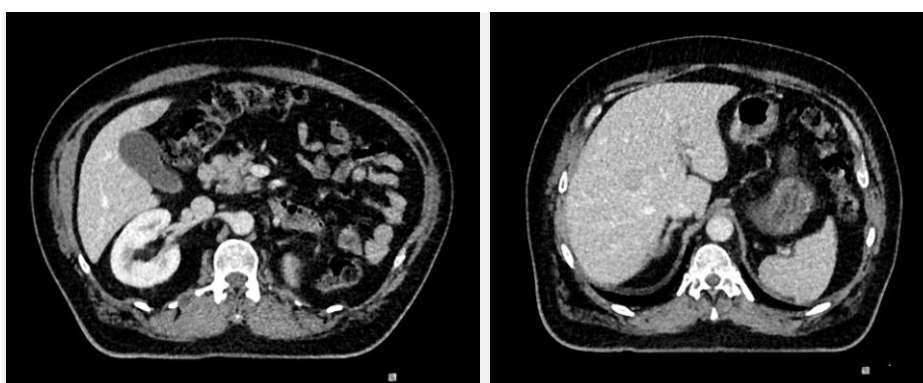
PET/CT vyšetření před výkonem
